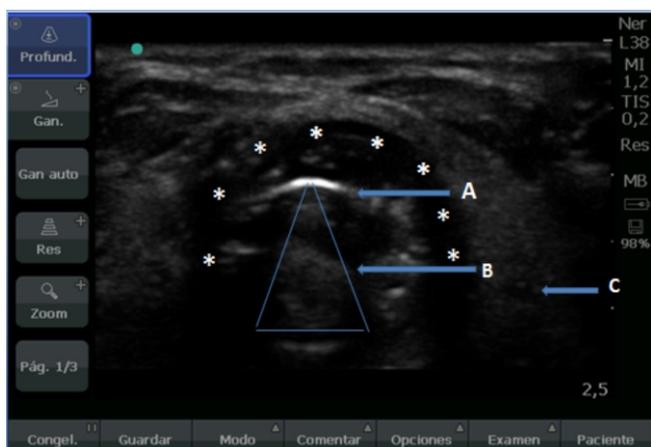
Imagen ultrasonográfica con transductor en vista transversal a nivel de cartílago cricoides en el cual se observan: imagen hiperecoica de cartílago cricoides (A), cuerdas vocales (B), lumen traqueal (*) y glándula tiroides ©
